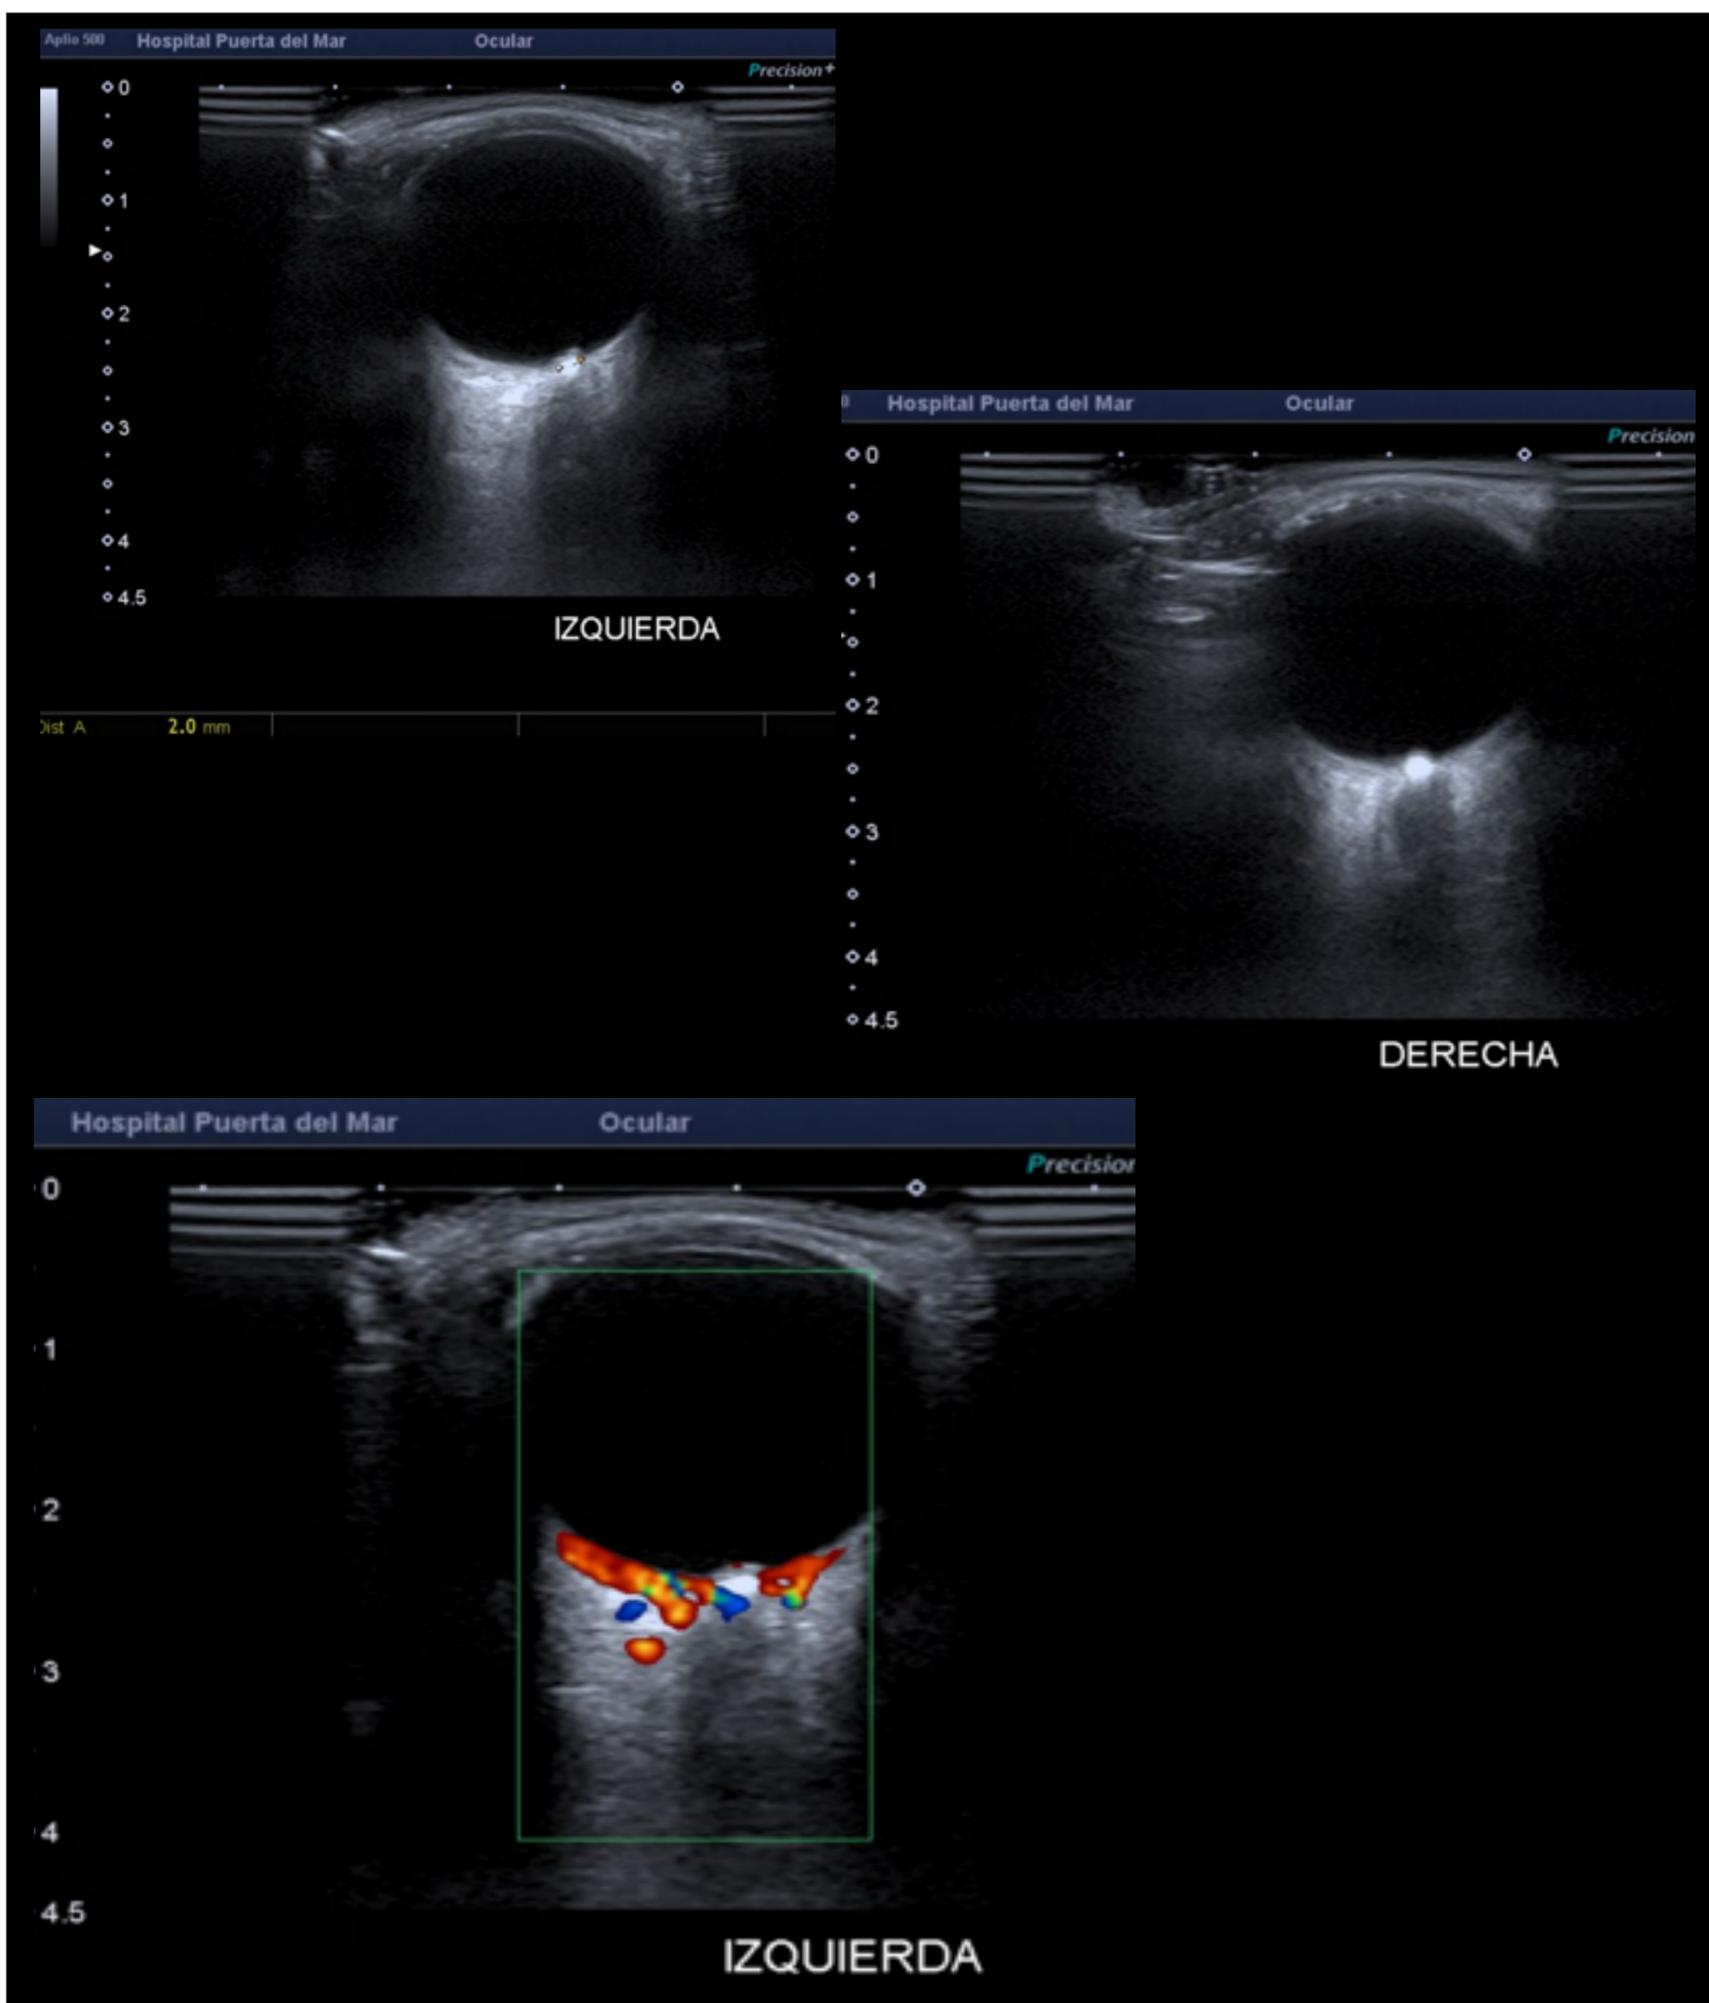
Paciente con drusas bilaterales. Se visualizan placas calcificadas hiperecogénicas con sombra acústica posterior, adyacentes al disco óptico en ambos ojos. Mediante doppler color se evidencia vascularización conservada del muro posterior.
